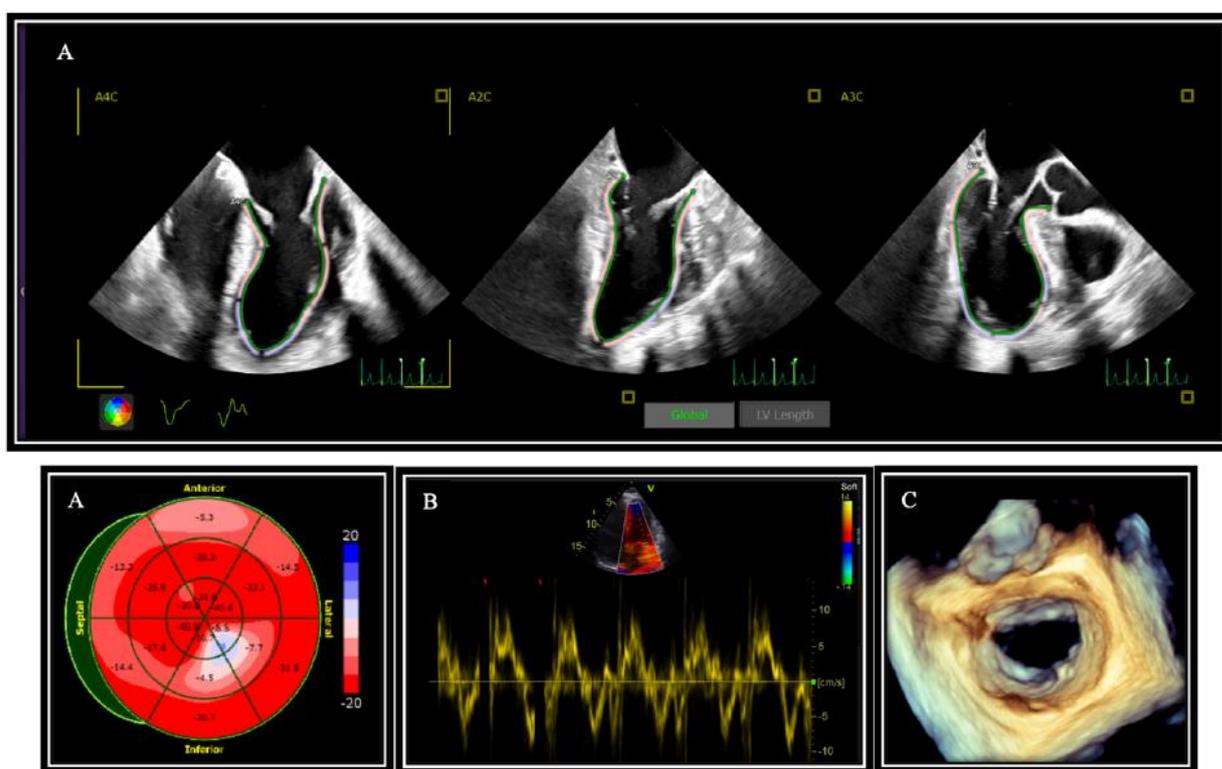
Примеры технических достижений в области эхокардиографии в реанимации.
